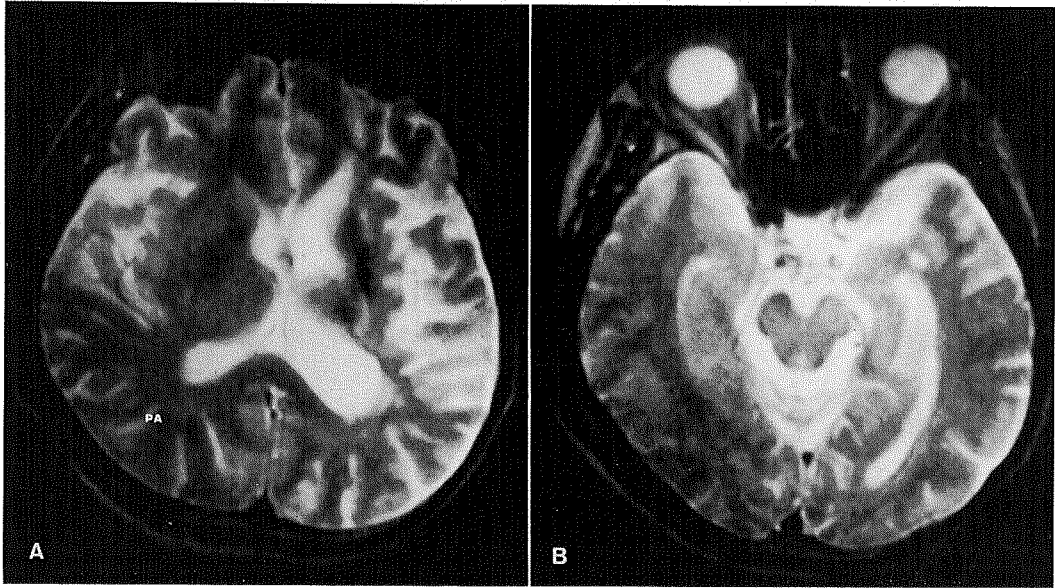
脳梗塞に伴う Waller 変性 (MRI T_2 強調画像)
